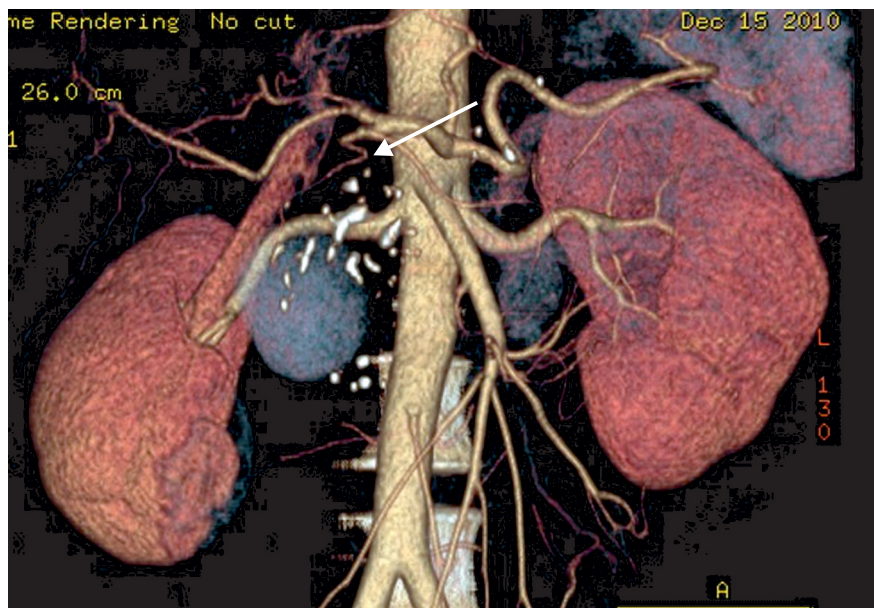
КТ. Кровотеча в порожнину ПК із гастродуоденальної артерії, 3-х вимірна реконструкція
